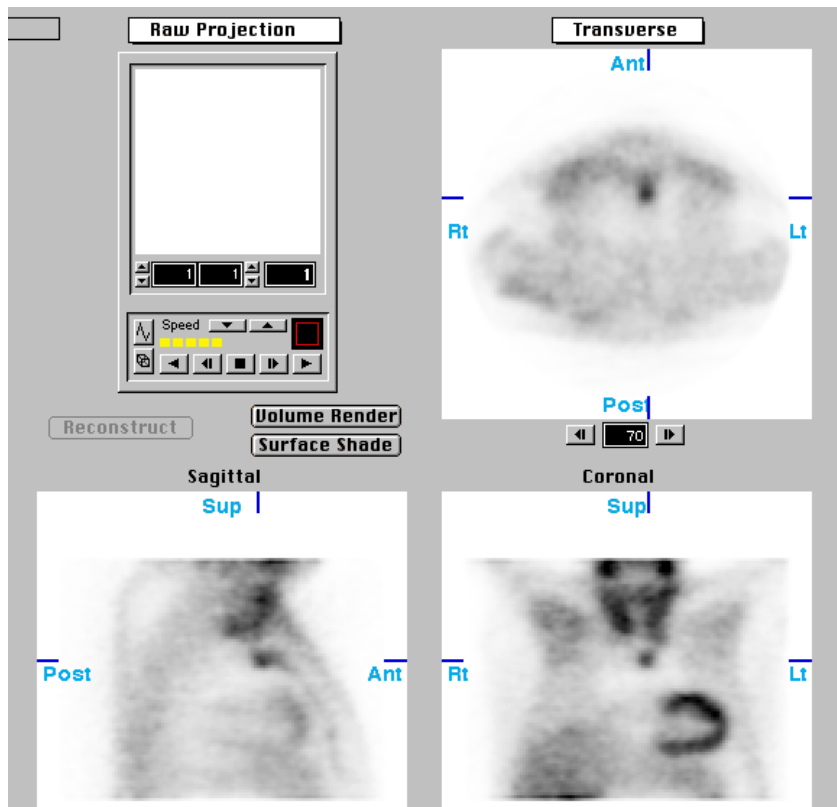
SPECT mit iterativer Rekonstruktion (Adenom links-unten)
